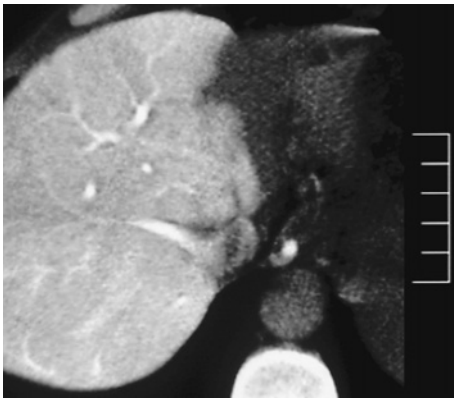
CT during arteriportography demonstrated that whole lateral segment and a sinistral half of medial segment lacked the hepatopetal portal perfusion. Hepatofugal flow through esophageal varices was also seen.
